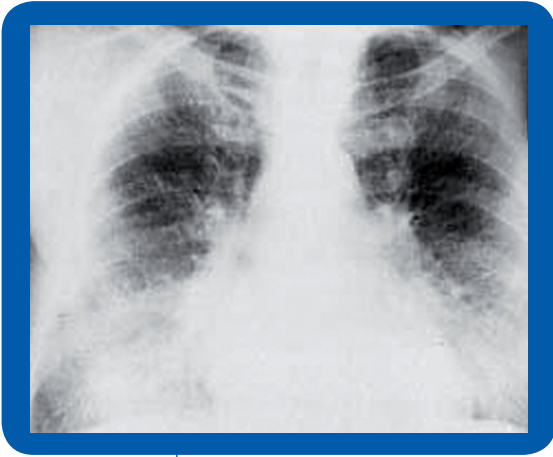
Radiografía de tórax postero-anterior de la paciente en el momento del ingreso en situación de edema agudo de pulmón.
